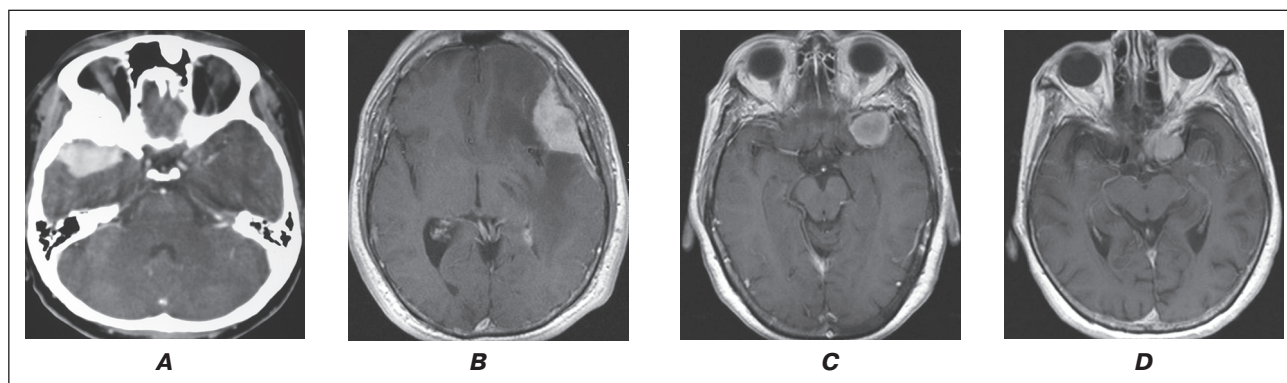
Radiologic findings: A — contrast-enhanced computed tomography, axial view of a right en plaque meningioma. The hyperostosis on the entire sphenoid ridge associated with a small dural component. A contrast-enhanced, T1-weighted axial magnetic resonance imaging of three left globoid sphenoid wing meningiomas: B — pterional, C — alar, D — clinoidal [21]
